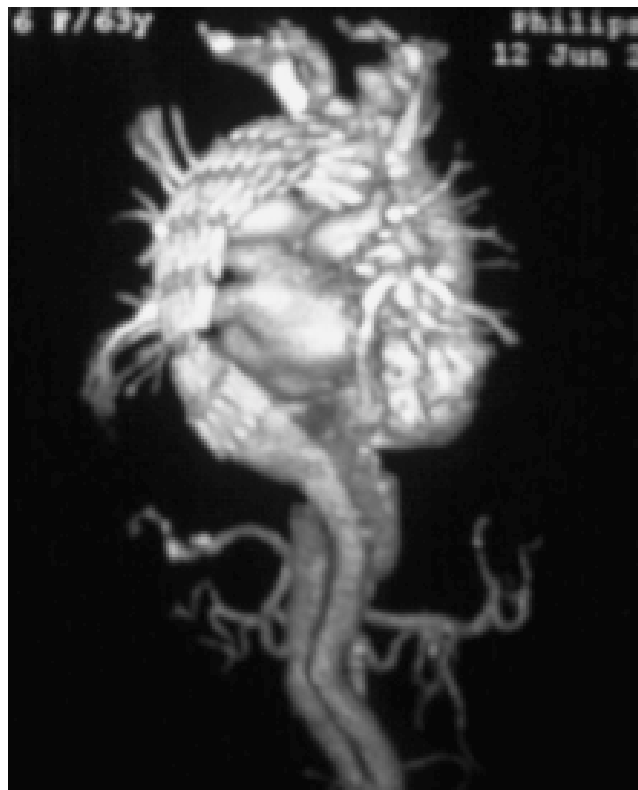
Seguimiento postoperatorio: Angiotomografía con reconstrucción 3D de exclusión endovascular de aorta torácica.
